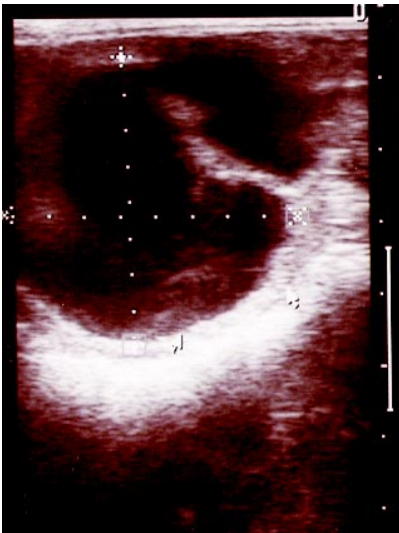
Poszarpana wewnętrzna powierzchnia ściany nieowulującego pęcherzyka (USG, 5 MHz)
